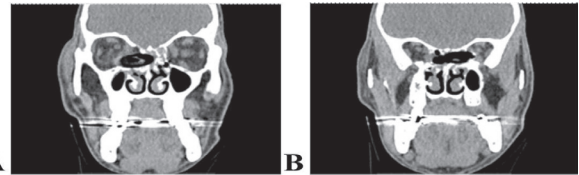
Cortes coronais da TC de face em janela tecidual mostrando CE transorbital e fraturas cominutivas em parede medial de órbitas direita (A) e esquerda (B).
